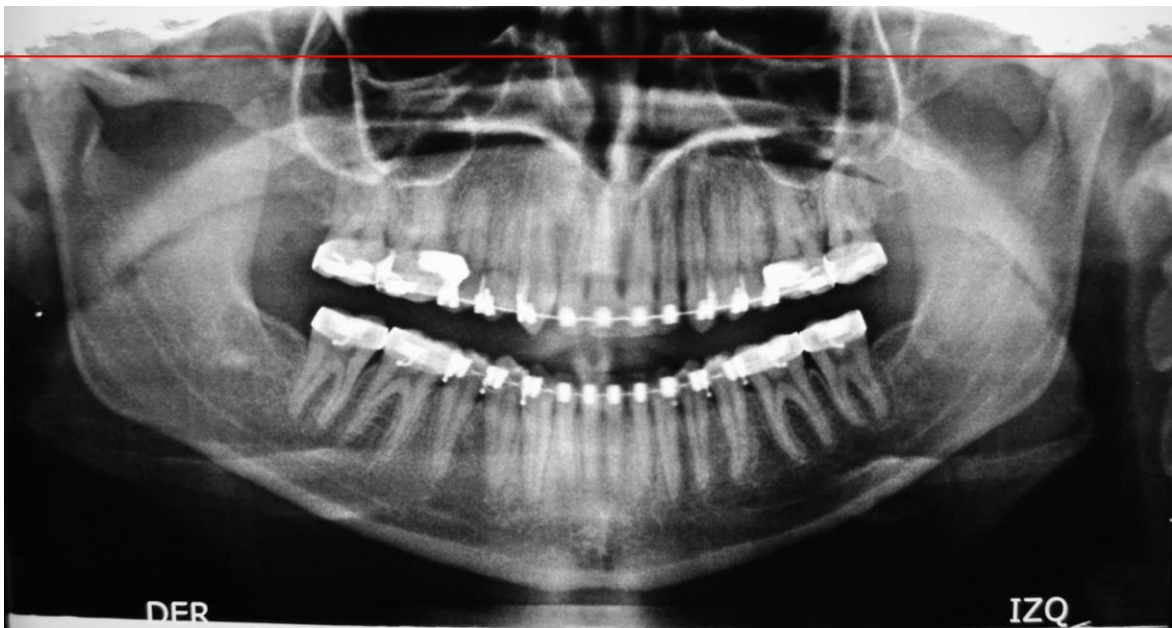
Radiografía panorámica final (Historia Clínica).
